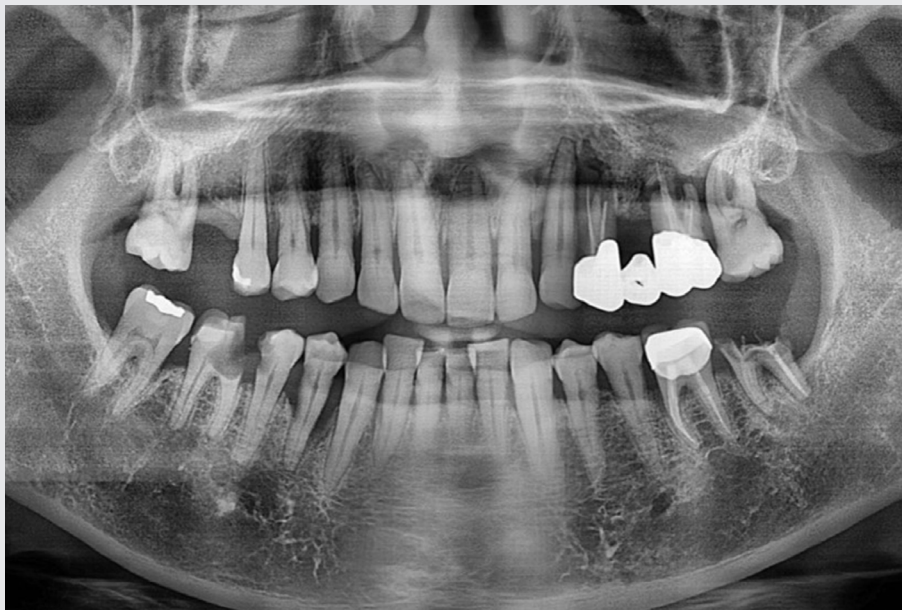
Panoramic radiograph on first visit.
